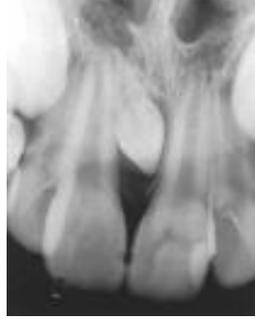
Radiografía dentoalveolar ejemplificando a un mesiodens de forma cónica ⁽⁵⁾.
